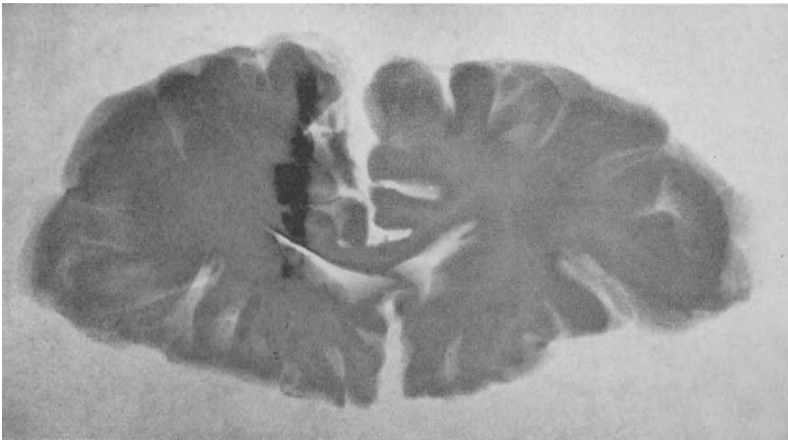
Das Röntgenbild des Stichkanals.
